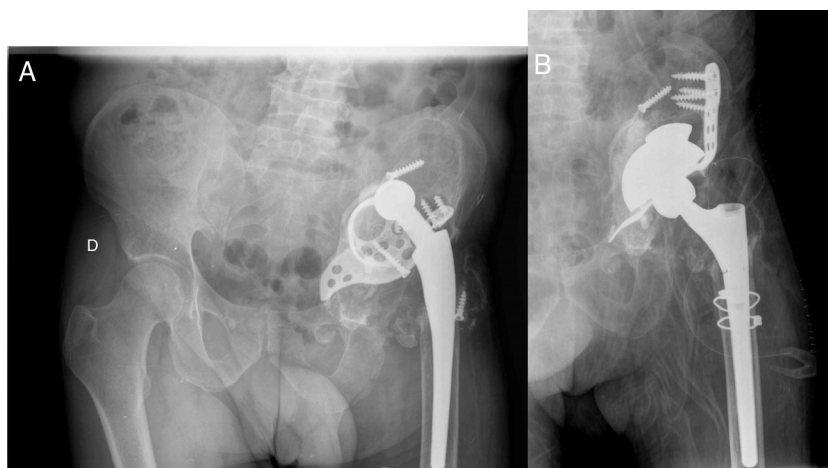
A) Radiografía anteroposterior de un paciente intervenido en otro centro; se aprecia aflojamiento y migración del anillo acetabular. B) Radiografía postoperatoria tras revisión con cotilo de metal trabecular con suplemento superior, Cup Cage e injerto óseo. Se puede observar un correcto relleno del fondo acetabular y la correcta colocación del implante.
